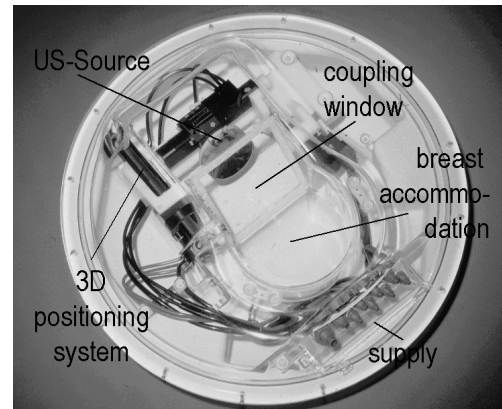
MR kompatibler Ultraschall-Therapieappikator. Der Aufbau wird auf der Liege eines 1,5 T Gesamtkörper MR-Tomographen installiert.
